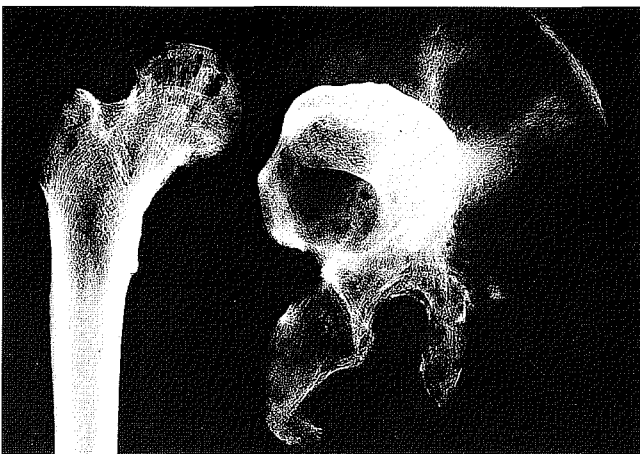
Röntgenbild von linkem Pelvis mit Femur des spät-adulten Mannes WMF167-I von baso-ventral bzw. ventral. Insbesondere die arthrotischen Deformationen sind in ihren Strukturen gut erkennbar
